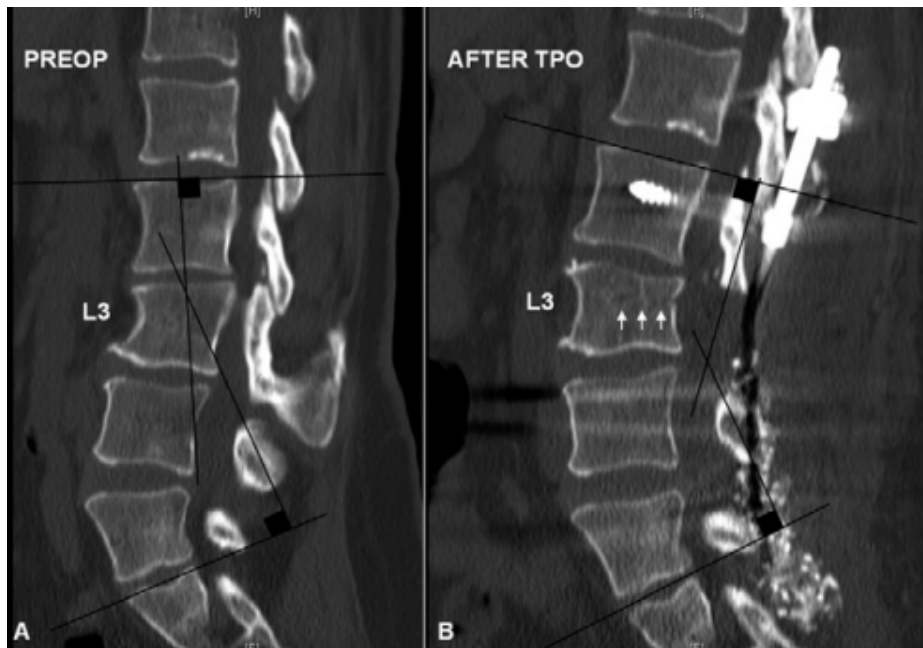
TDM lombaire préopératoires (A) et postopératoires (après l'ostéotomie transpédiculaire) (B) montrent les changements dans la forme de la vertèbre L3, passant d'une géométrie cyphosante à une géométrie lordotique. La ligne d'ostéotomie (B, flèches) est visible à la partie postérieure et supérieure du corps vertébral de L3. [175]
